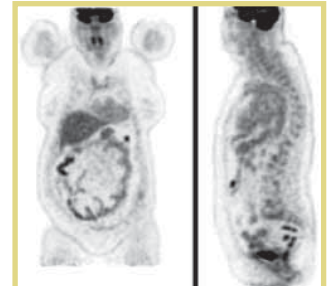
ПЭТ-КТ: аномальных зон поглощения в мезентериуме не выявлено
